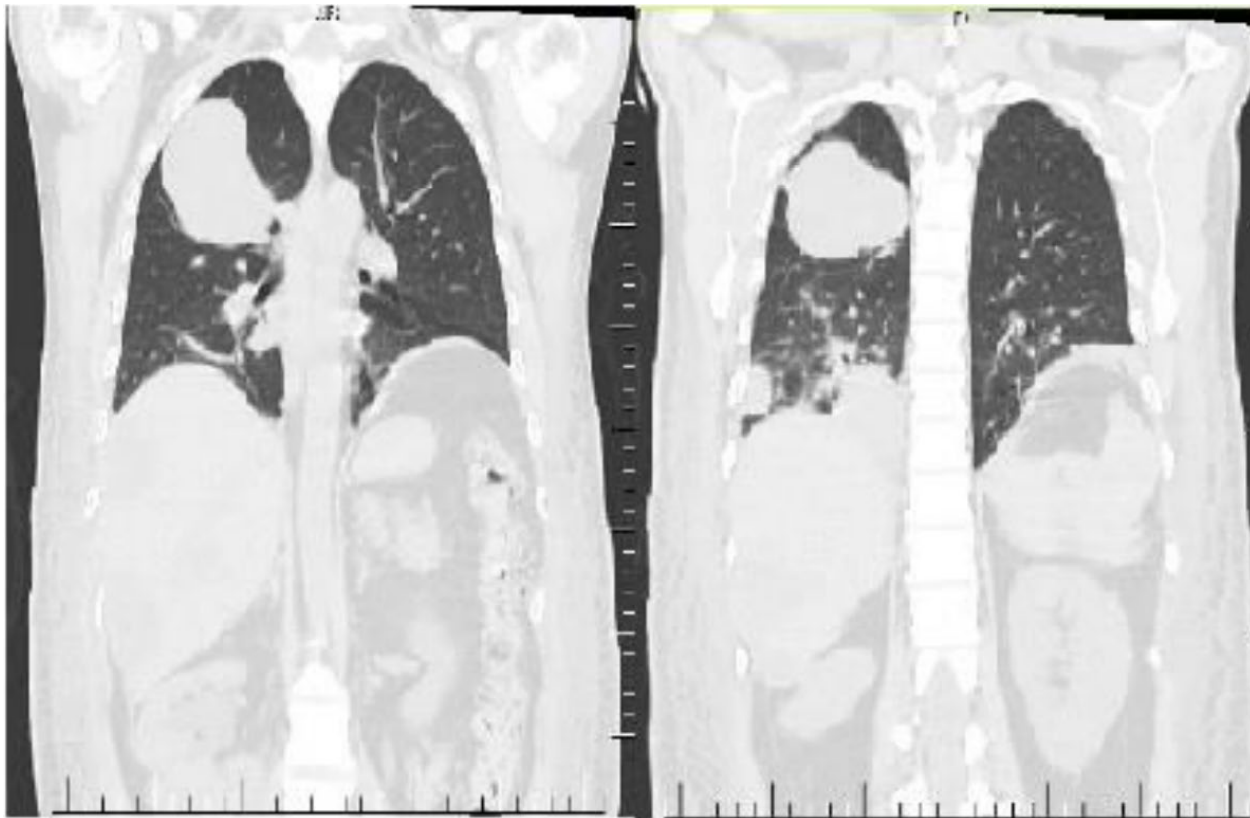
Corte coronal tomografía de tórax.
